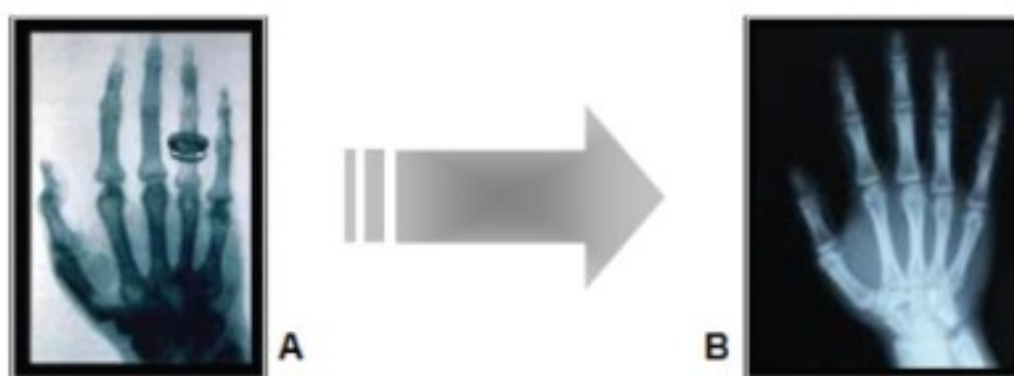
Primeira radiografia realizada vs Radiografia atual de uma mão.
